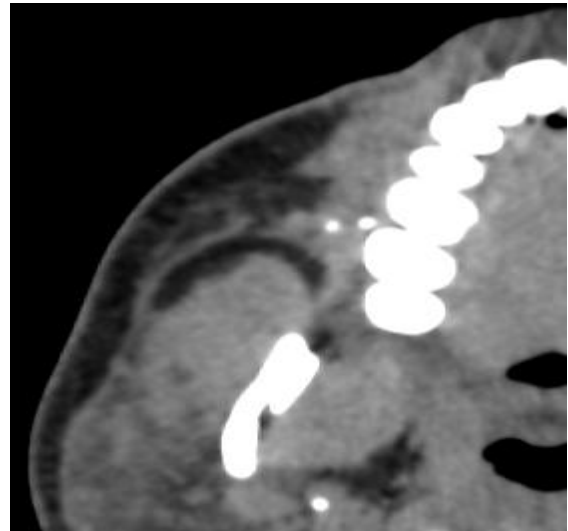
Imagen de TC, se objetivan dos cálculos pequeños en la región distal del Stenon
